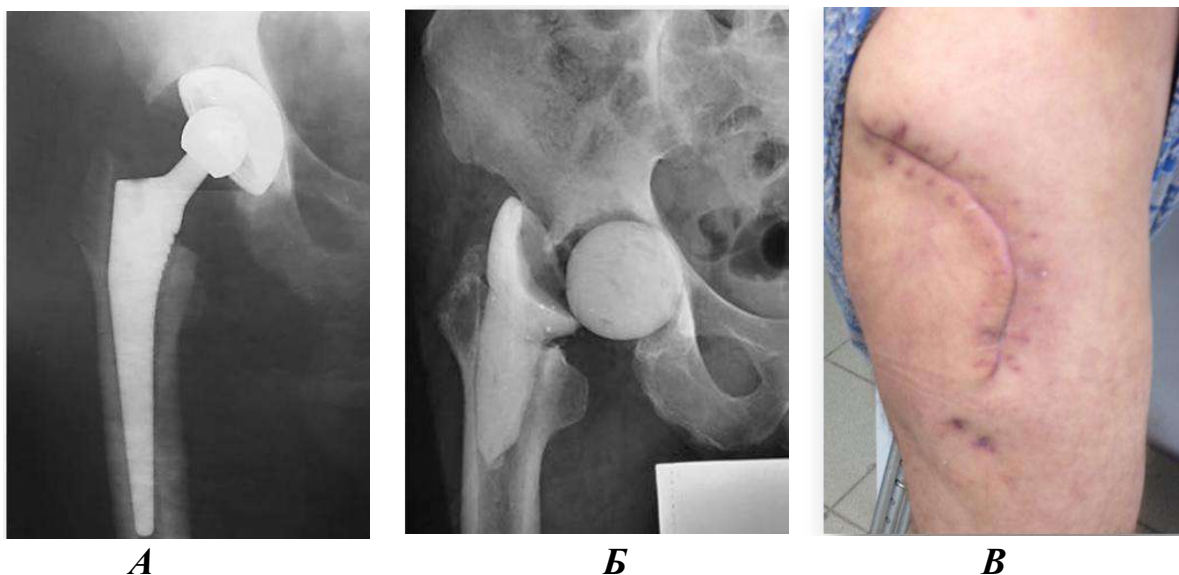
А – рентгенограмма тазобедренного сустава при поступлении, Б – рентгенограмма через месяц после установки спейсера; В – внешний вид послеоперационного рубца на контрольном осмотре
